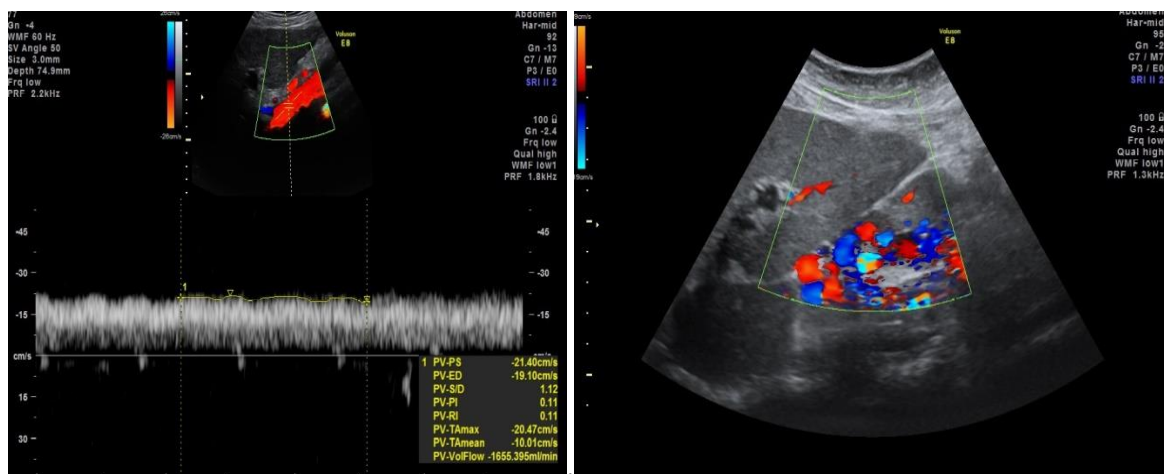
Asocierea VMPT în v. portă vădit diminuată și vena gastrică stângă dilatăată – aspect ecografic
